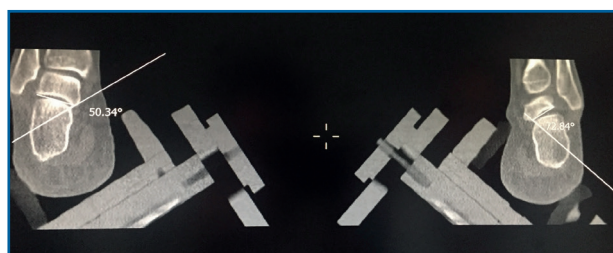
Imágenes de tomografía axial computarizada en carga para el estudio de la inestabilidad subtalar.
